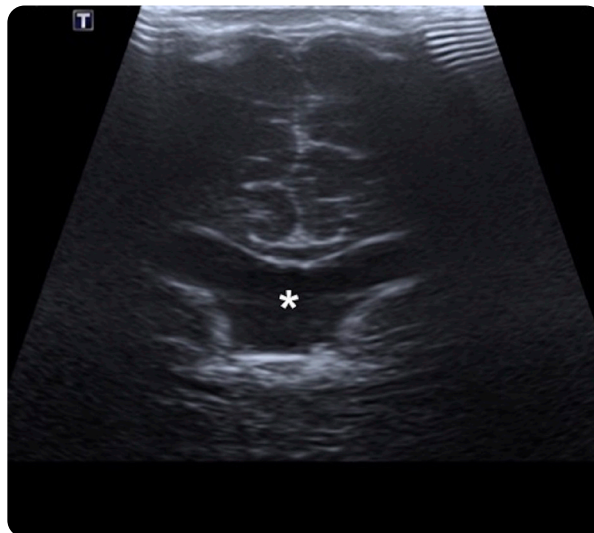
Paciente masculino de 2 meses de nacido con diagnóstico de síndrome convulsivo no especificado. Ultrasonografía transfontanelar coronal: ausencia del septo pelúcido.
